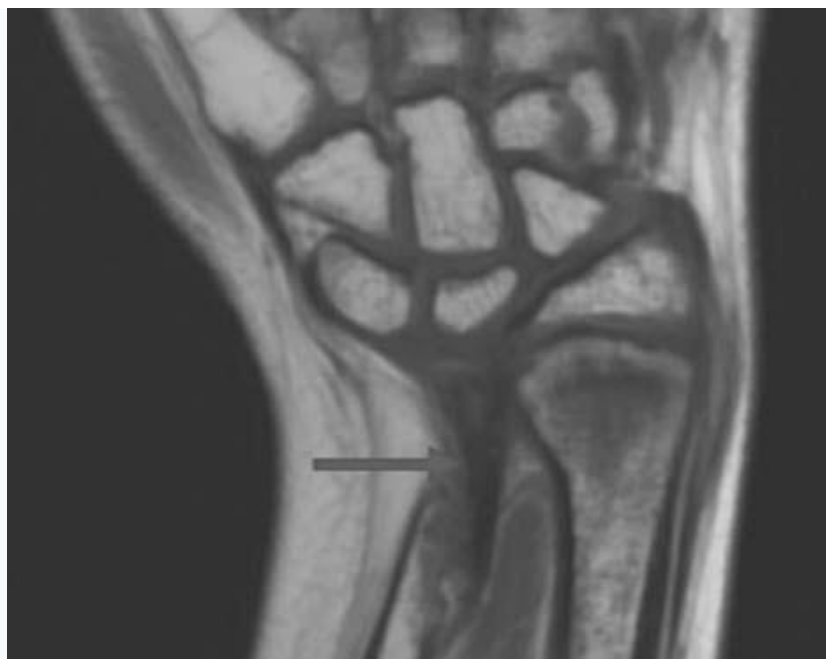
IRM coronale en pondération T1 du poignet montrant un raccourcissement de l'ulna distal entraînant une déformation du poignet. La flèche pointe vers un tissu hypo-intense distal ce qui est probablement un tissu fibreux en relation avec l'articulation radio-ulnaire distal [112].
